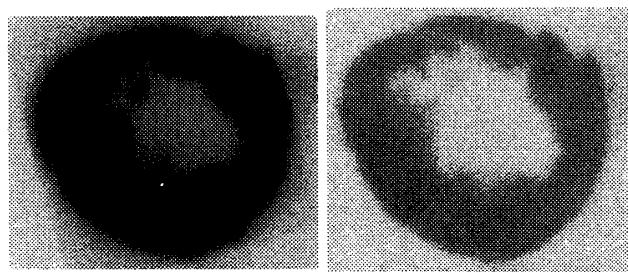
RI画像 (左)FDG, (右)Cu-ATSM
